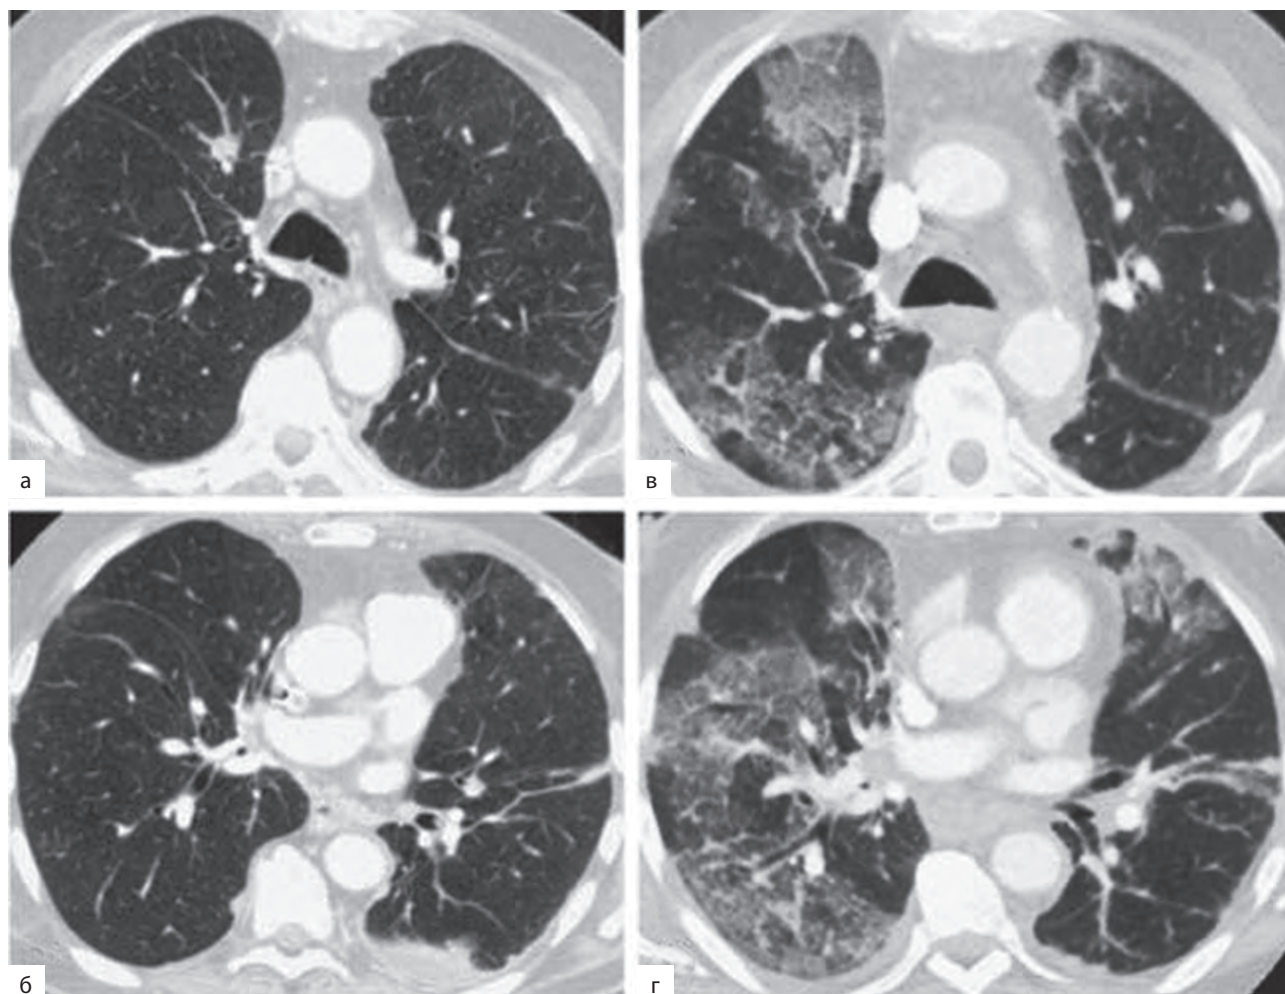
Паклитаксел-индуцированное повреждение легких: а и б — компьютерные томограммы грудной клетки пациента с немелкоклеточным раком легкого до начала терапии паклитакселом; в и г — через 2 нед после начала терапии паклитакселом, показывает интервал развития мультифокальных изменений по типу «матового стекла» [12]
